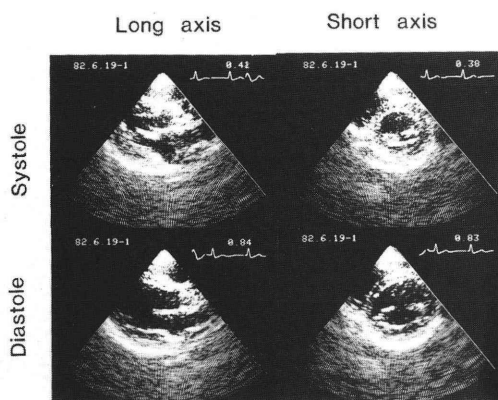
断層心エコー図。左に左室長軸断層像を、右に僧帽弁レベルでの短軸断層像を、上段は収縮期、下段は拡張期の像を示す。
